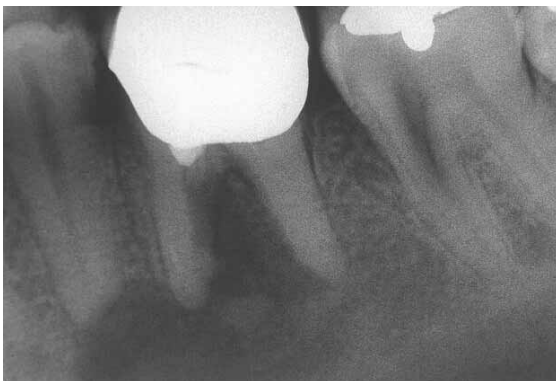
Röntgenbild nach Entfernung des Stifts und des frakturierten Instruments sowie der restlichen Wurzelfüllung aus Guttapercha
